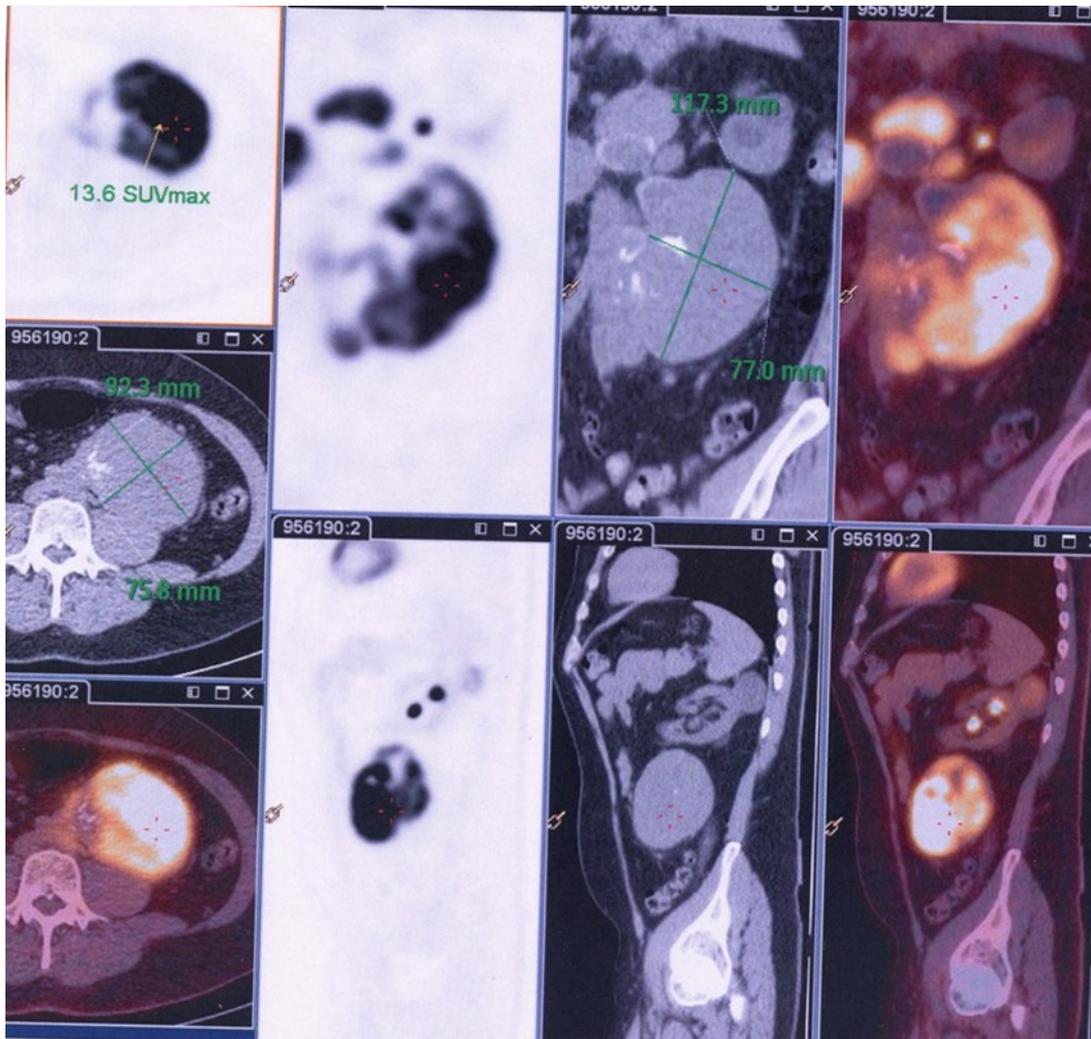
Tomographie par émission de positons.
